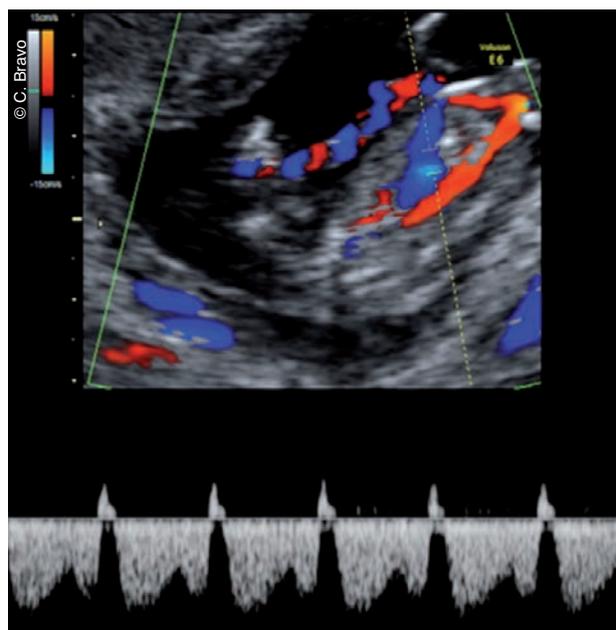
Onda de flujo del ductus venoso fetal mediante Doppler color. Se observa la presencia de flujo reverso durante la contracción auricular
